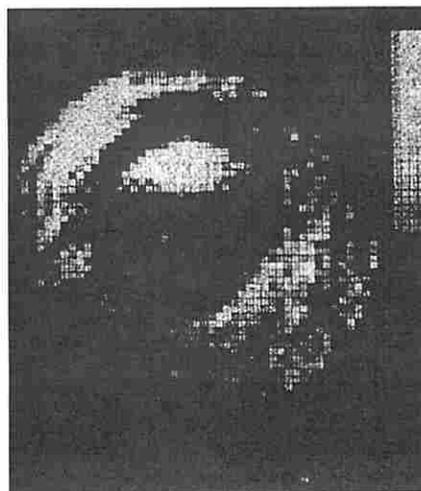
Primera IRM humana. La imagen corresponde a un corte transversal a través de un dedo. P. Mansfield, A. A. Maudsley, *British Journal of Radiology*, 1977, 50, 188.
